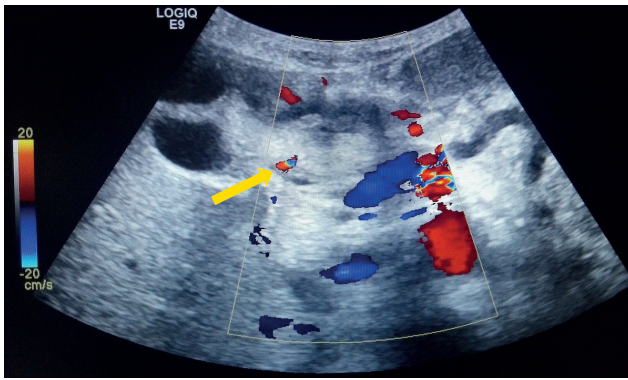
Ecografia abdominal com estudo Doppler, após embolização. Observa-se trombose do pseudoaneurisma, sem detecção de fluxo no seu interior.
